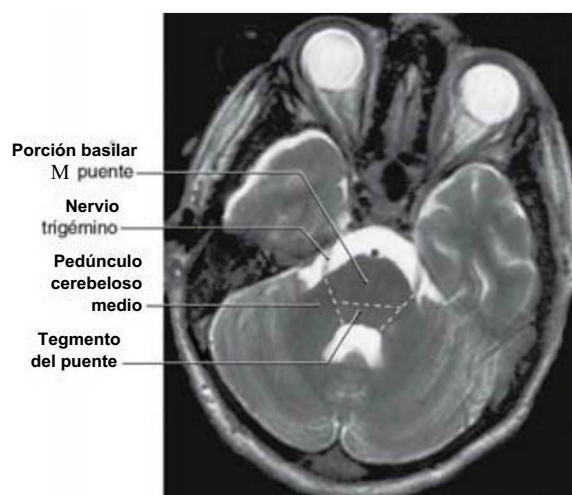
Imagen axial de resonancia magnética del cerebelo y el puente en la que se aprecia la relación entre la raíz del trigémino y la porción basilar del puente (inferior con respecto a la raíz) y el pedúnculo cerebeloso medio (superior con respecto a la raíz). Compárese con la figura 27-1.
